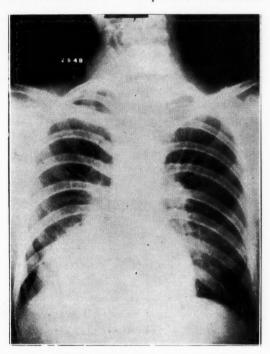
obs. II. Radiographie prise avant la lobectomie. Elle fait voir une opacité dense occupant le lobe inférieur droit.
